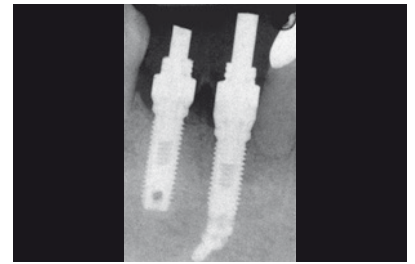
Radiografia di controllo 3 mesi dopo. I tessuti duri sono in fase di mineralizzazione.
